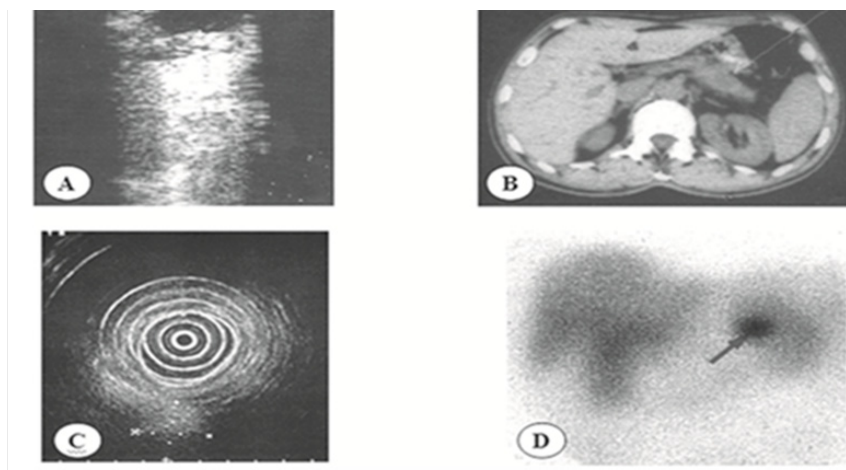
Insulinom: A – identificat intraoperatoriu cu ultrasunet USG;
